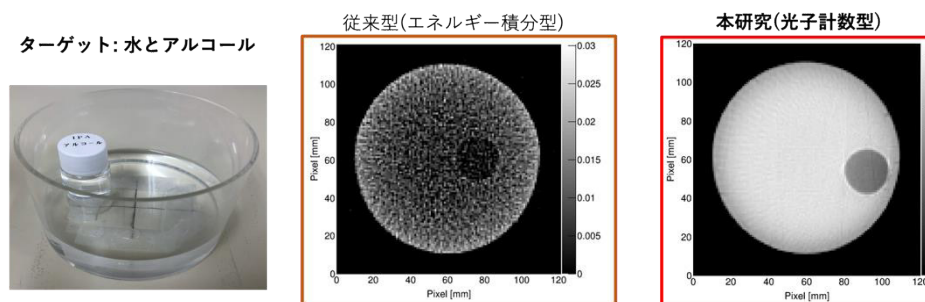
従来型 CT と本研究方式で得られた CT 画像の比較
